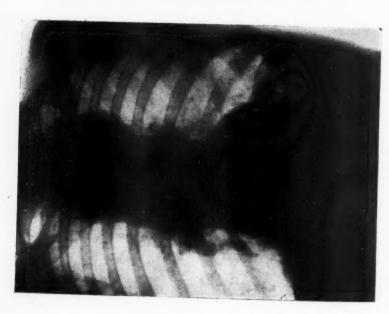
Teleradiographia da observação 4 (antero-posterior).
